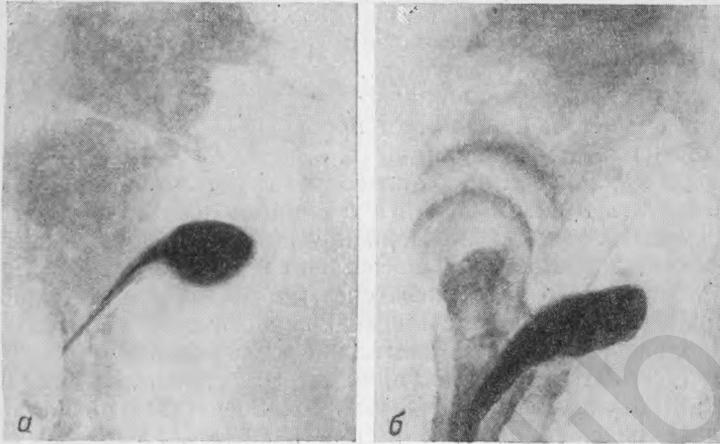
Боковые рентгенограммы влагалища, наполненного контрастной жидкостью (по Колбову).
